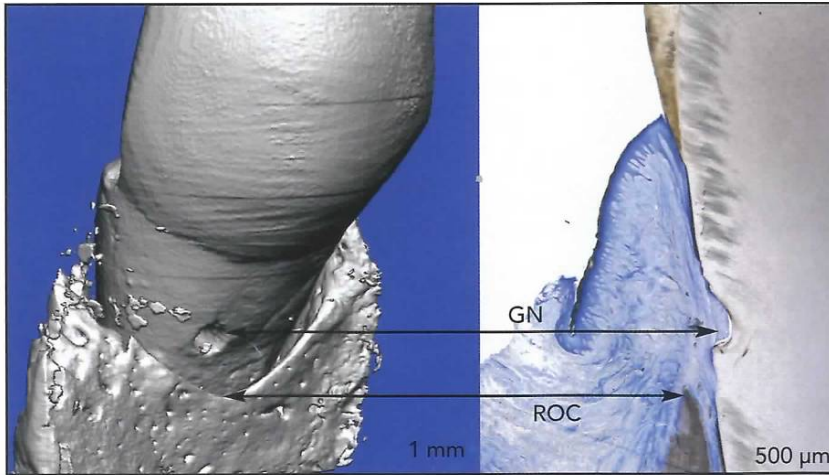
(left) Nine months following growth factor-mediated treatment, dense cortical bone is seen regenerated just apical to the gingival reference notch (GN). ROC = regenerated osseous crest. (right) In this ground section, both new bone and PDL have formed almost to the gingival reference notch (GN), confirming the micro CT findings. ROC = regenerated osseous crest.
